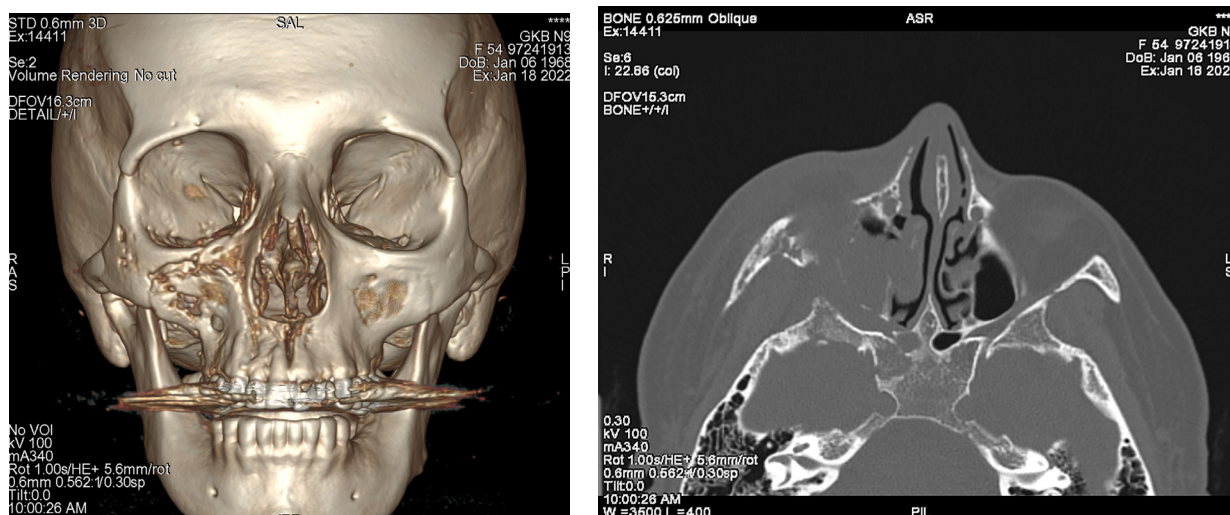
Компьютерная томограмма пациентки Р. через 2 мес от начала заболевания:
